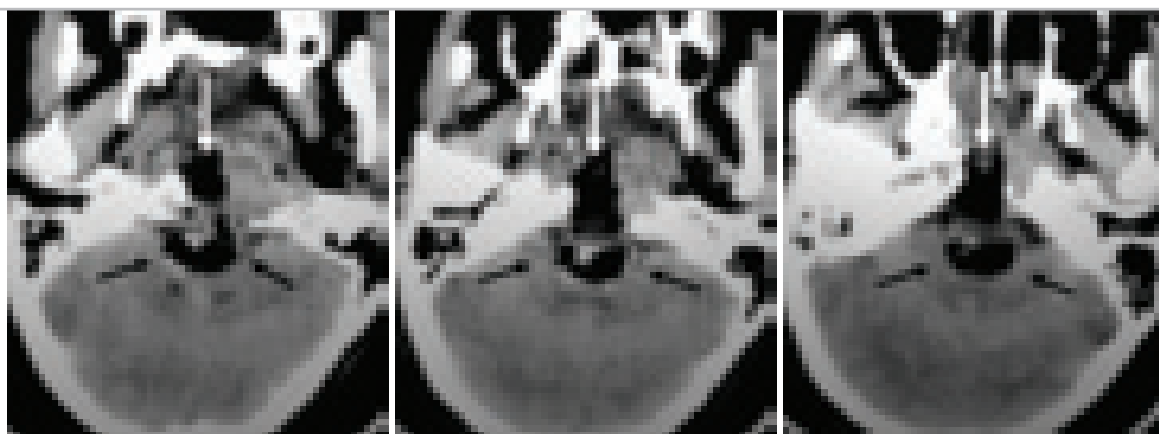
Контрольные КТ в первые часы после операции – сочетанного трансназального и трансорального удаления хордомы основания черепа. В ложе удаленной опухоли виден воздух и гемостатический материал.
